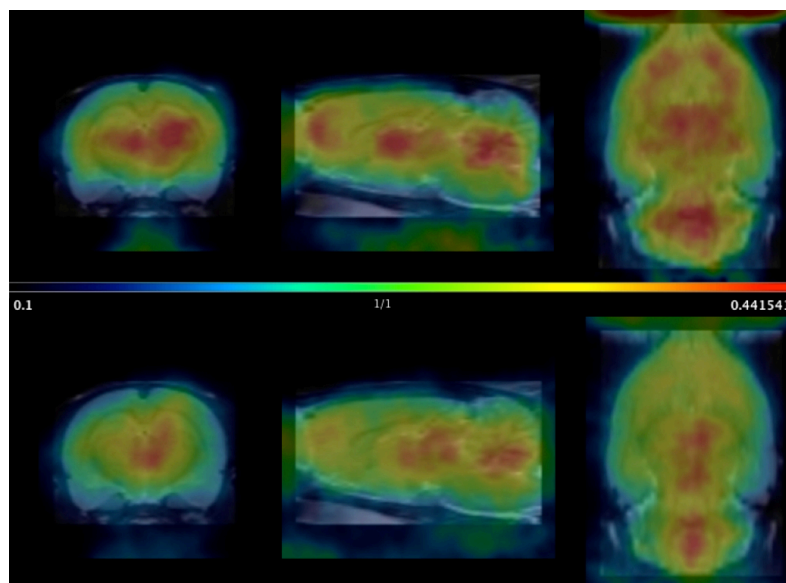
Comparativa de las imágenes PET obtenidas en ambos grupos. El grupo control (superior) muestra una mayor captación de 18F-FDG que el grupo al que se le administró una dosis de 70 mg/kg de PTZ (inferior).
